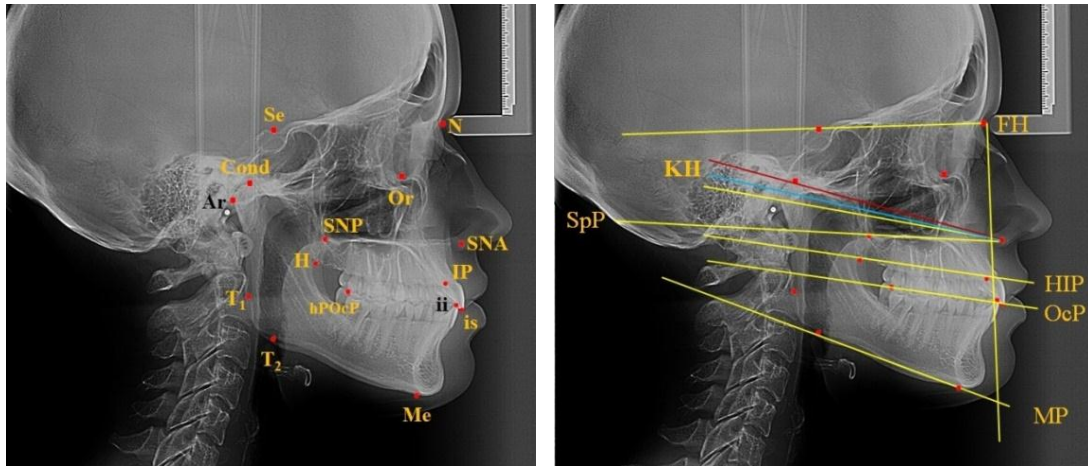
Основные точки (а) и линии или плоскости (б) на боковой телерентгенограмме.
